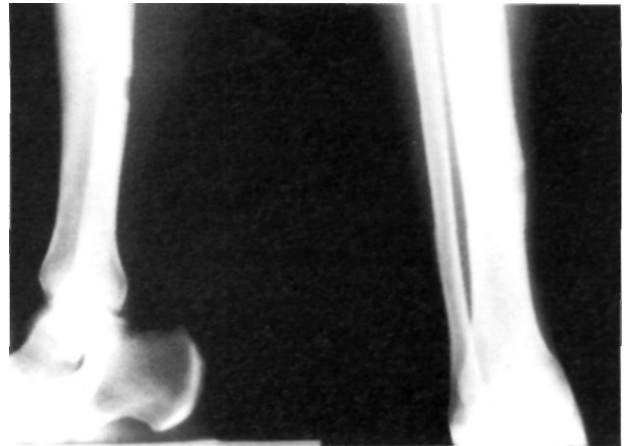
Radiografía anteroposterior y lateral de la tibia del paciente, al año de la intervención. No hay recidivas.
